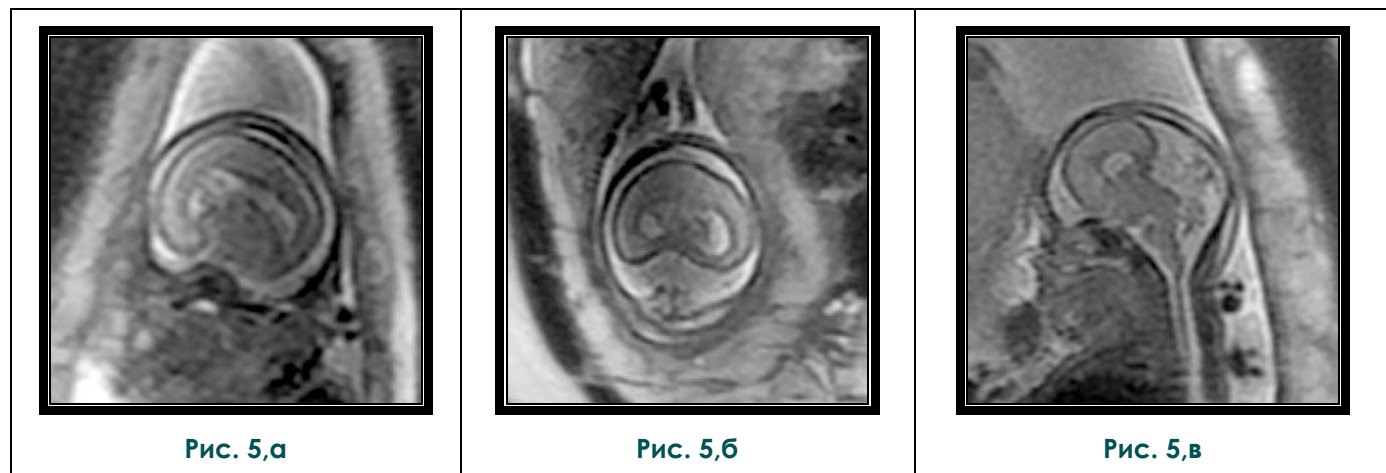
МРТ плода. T2-ВИ в аксиальной (а), корональной (б) и сагиттальной (в) плоскости. Беременность 23Н. Алобарная голопрозэнцефалия. Микроцефалия. Единый мозговой желудочек неправильной конфигурации, отсутствие серпа и межполушарной щели, таламус не разделен.
